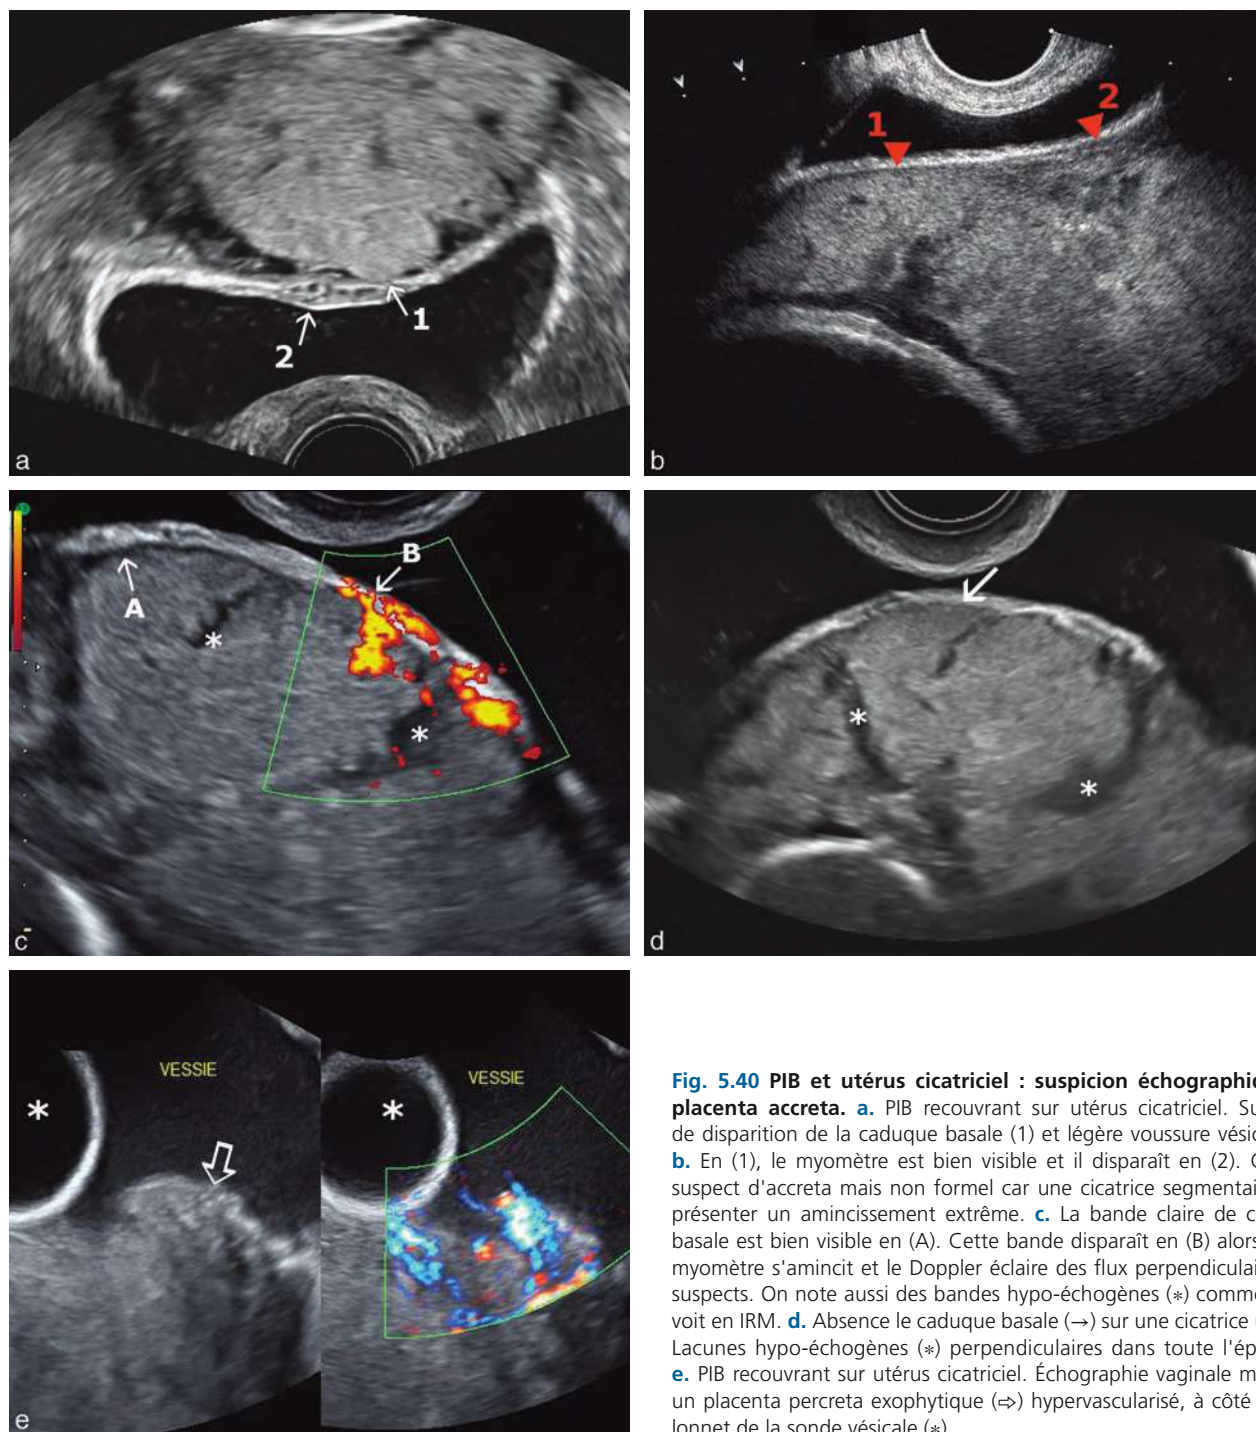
PIB et utérus cicatriciel : suspicion échographique de placenta accreta. a. PIB recouvrant sur utérus cicatriciel. Suspicion de disparition de la caduque basale (1) et légère voussure vésicale (2). b. En (1), le myomètre est bien visible et il disparaît en (2). Ceci est suspect d'accreta mais non formel car une cicatrice segmentaire peut présenter un amincissement extrême. c. La bande claire de caduque basale est bien visible en (A). Cette bande disparaît en (B) alors que le myomètre s'amincit et le Doppler éclaire des flux perpendiculaires très suspects. On note aussi des bandes hypo-échogènes (*) comme on en voit en IRM. d. Absence le caduque basale (→) sur une cicatrice utérine. Lacunes hypo-échogènes (*) perpendiculaires dans toute l'épaisseur. e. PIB recouvrant sur utérus cicatriciel. Échographie vaginale montrant un placenta percreta exophytique (⇒) hypervascularisé, à côté du ballonnet de la sonde vésicale (*).
